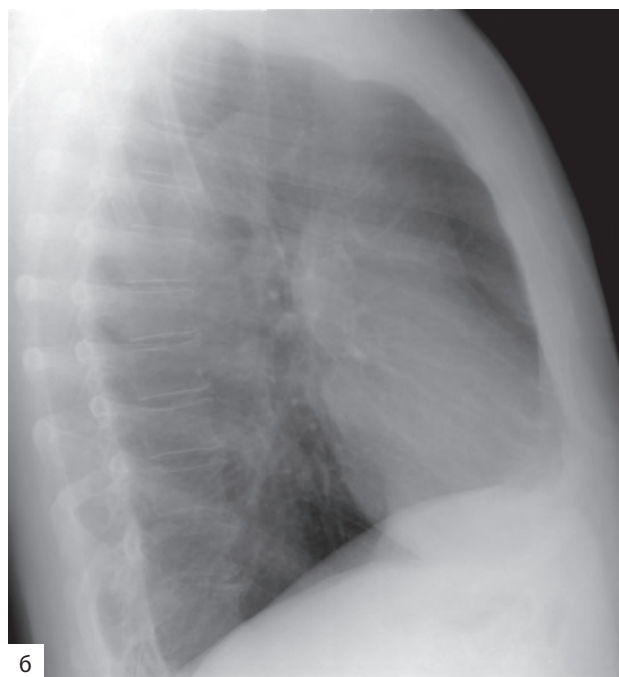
Обзорные рентгенограммы органов грудной полости в передней прямой (а) и правой боковой (б) проекциях
